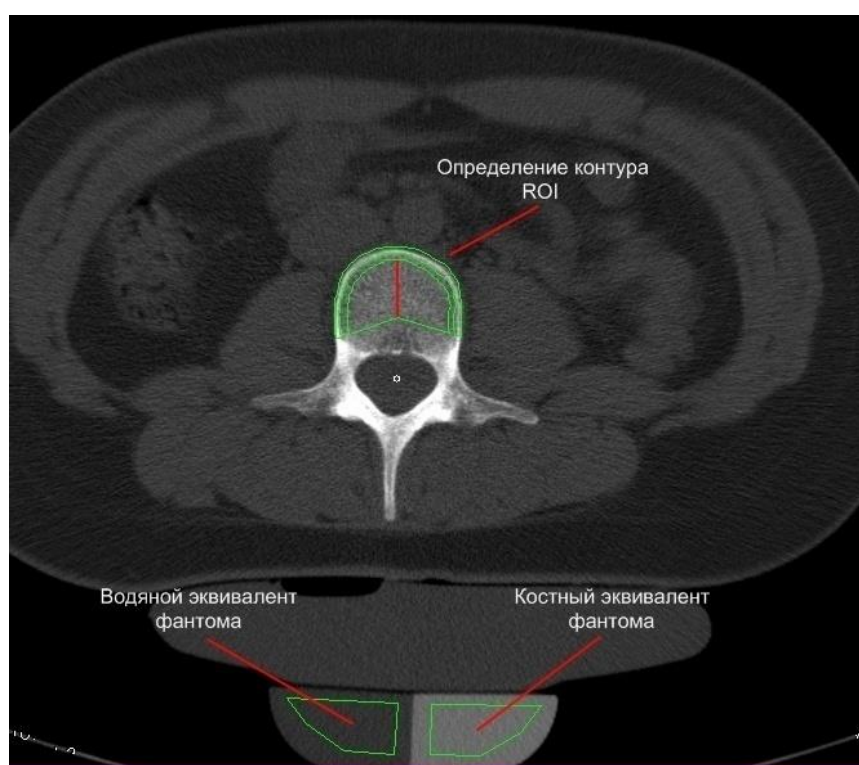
Определение зоны исследования при проведении остеоденситометрии методом количественной компьютерной томографии
